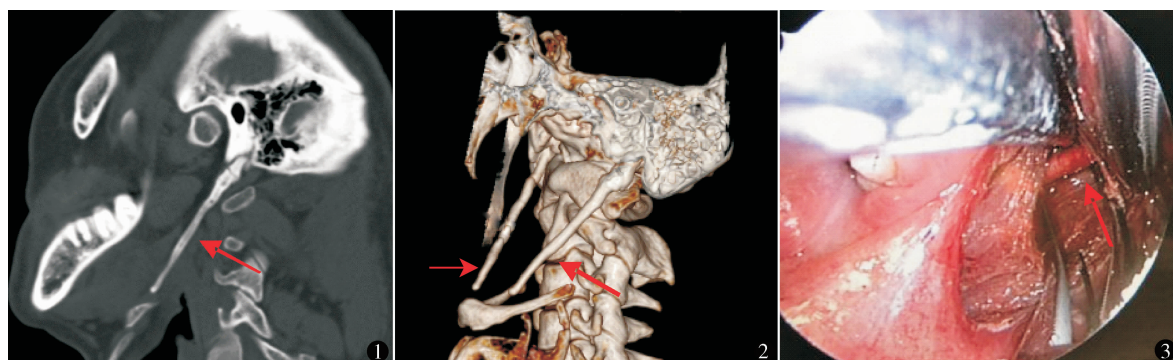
茎突冠状位 CT,箭头所指为过长的左侧茎突 图 2 茎突 CT 三维重建,箭头指双侧茎突过长,接近舌骨水平 图 3 内窥镜下暴露左侧茎突中段(箭头)
